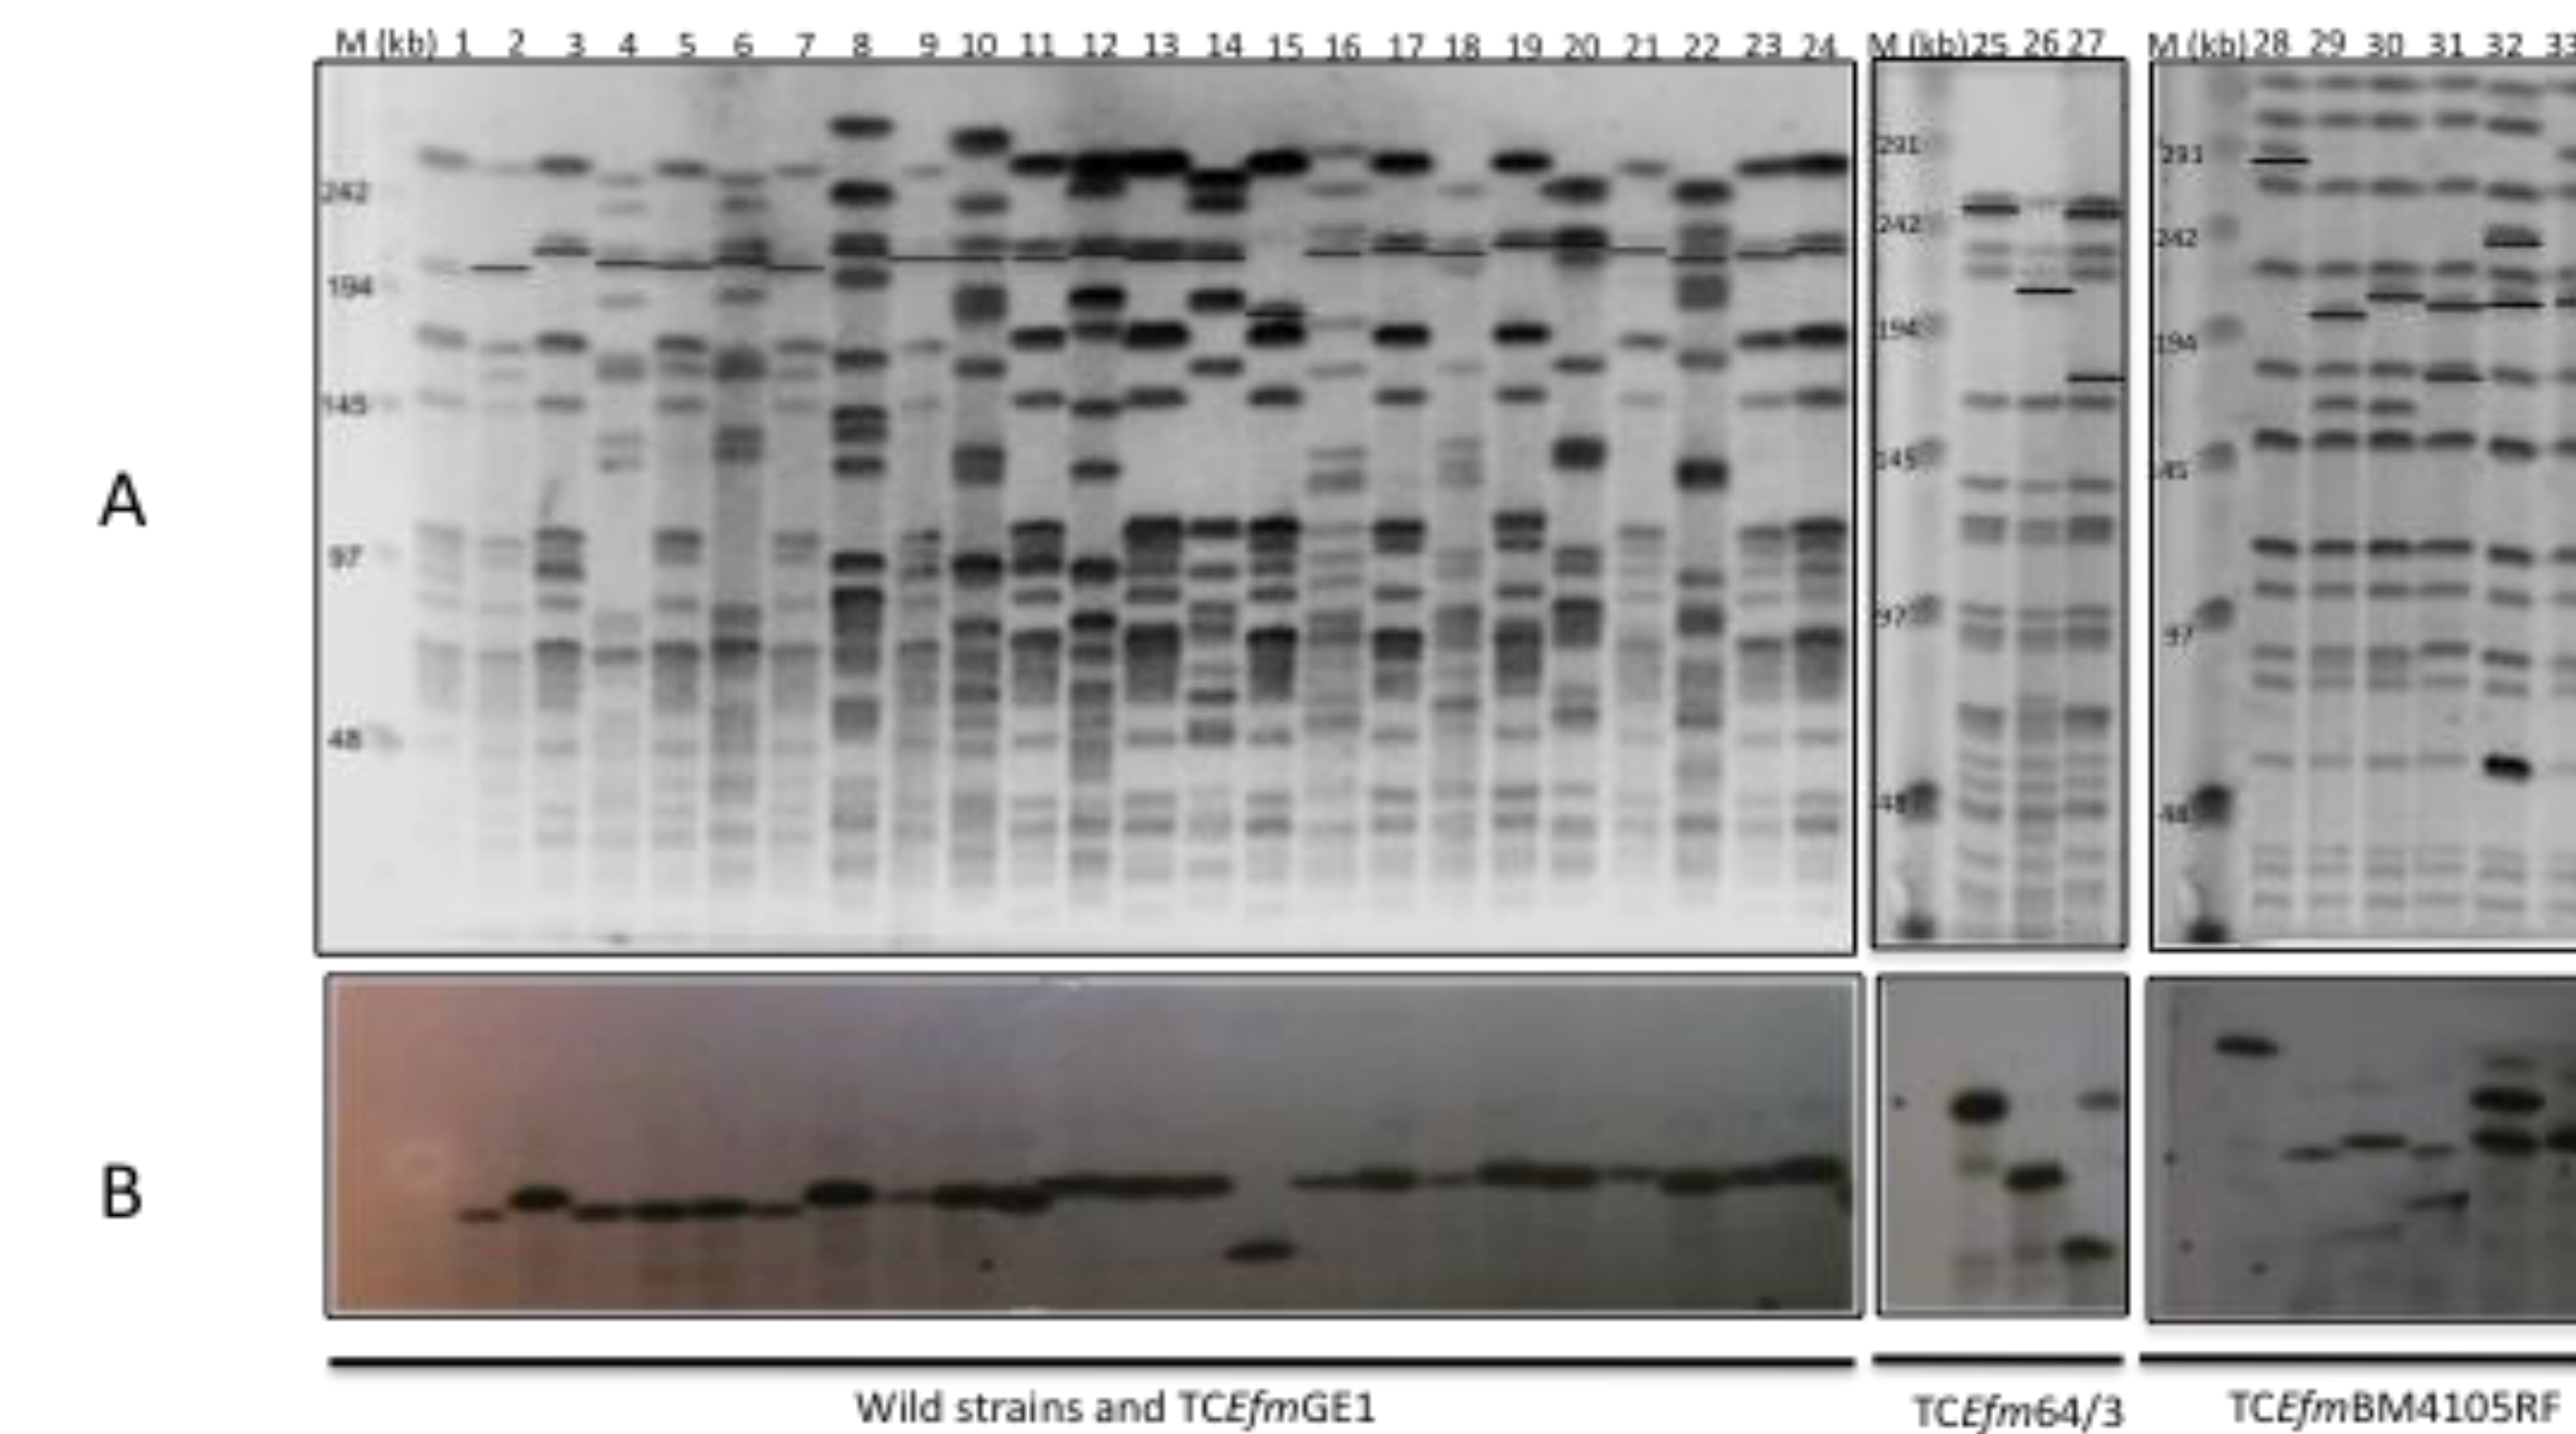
Image A-PFGE *SmaI* digested DNA of receptors (1-*Efm*GE1, 25-*Efm*64/3, 28-*Efm*BM4105RF), wild (2,4,6,8,10,12,14,16,18,22) and transconjugants (TC) strains (3,5,7,9,11,13,15,17,19,23,24,26,27, 29, 30, 31, 32, 33). The black lines in image A correspond to the ones that hybridized with *pbp5* probe in image B. Image B- Hybridization assays with a *pbp5* probe. M- Low Range PGE Marker (New England, BioLabs).
